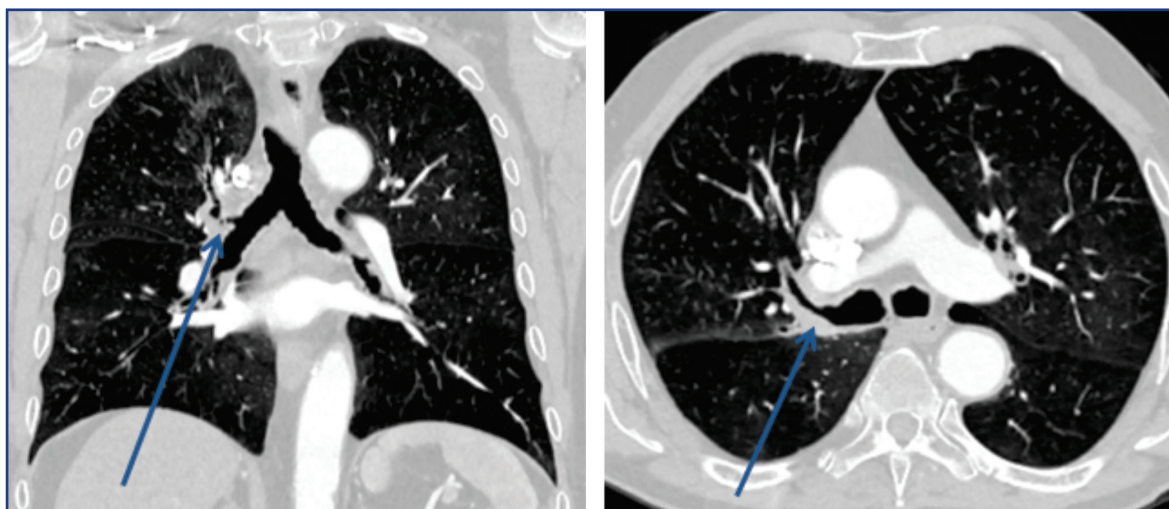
Компьютерная томограмма пациента С., 68 лет. Образование корня верхней доли правого легкого с инфильтративным сужением просвета. Признаки эмфиземы легких
